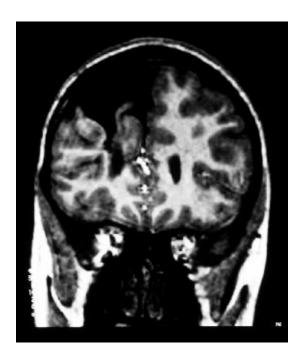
Corte coronal RM craneal en
